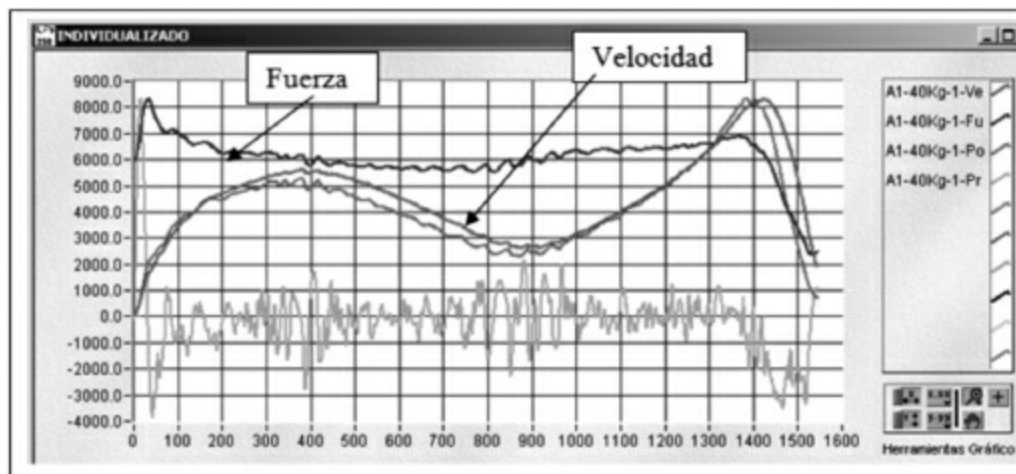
Fuerza (color azul), velocidad (color rojo), potencia (color verde) y producción de fuerza en la unidad de tiempo (color naranja) obtenidos con 1RM.
